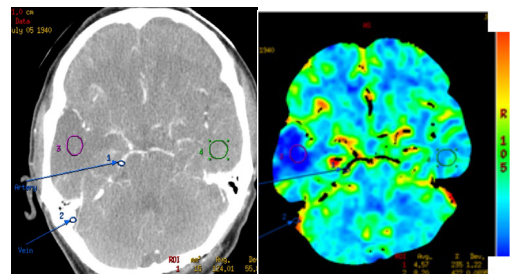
Image J 프로그램에서 DW-MRI와 관류CT영상에서 병변부위의 크기를 측정해 보았다. 이때 두 영상은 width pixel수:639, height pixel수:474로 일치시킨 후 면적을 측정하였다. 관류CT 후 24시간 이내로 DW-MRI를 시행한 환자를 대상으로 두 영상의 병변부위의 크기와 신호강도(signal intensity)를 비교하였다.
